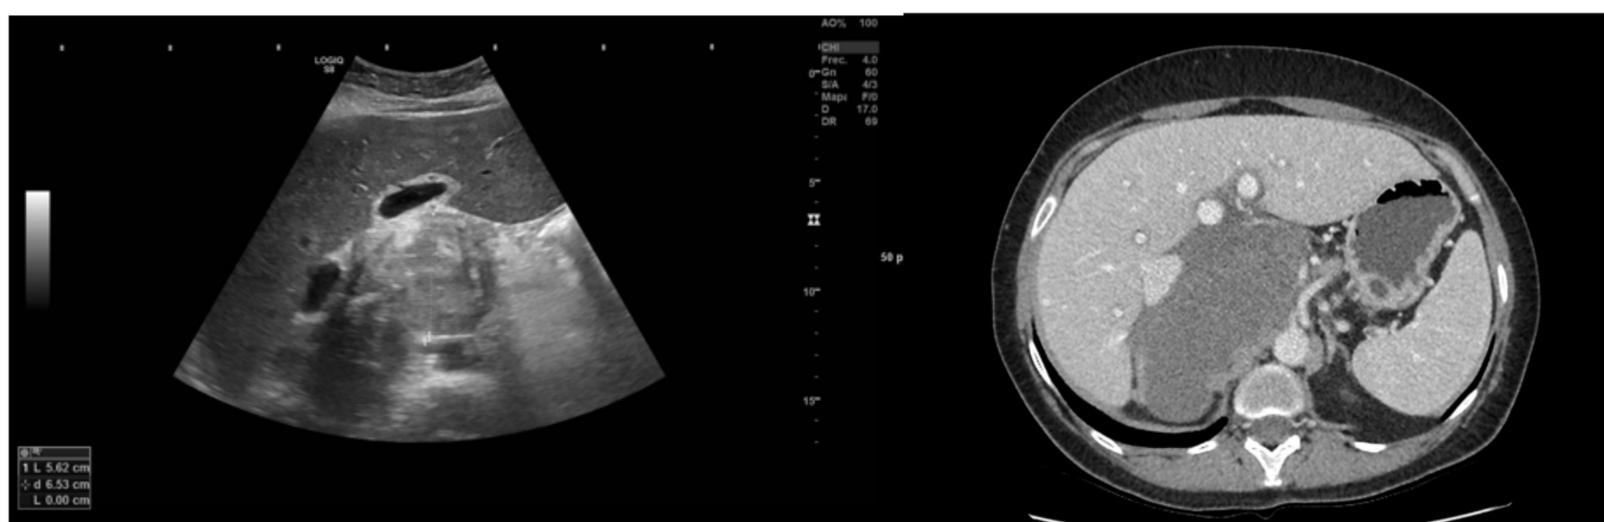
Ecografía de abdomen (izquierda): masa heterogénea en hilio hepático. Corte axial de TC abdominal con contraste endovenoso (derecha) en el que se observa una masa hipodensa de 12 cm que comprime y rechaza la vena cava inferior, los vasos del hilio hepático y tronco celíaco y la suprarrenal derecha, con la que tiene contacto amplio en su borde medial. Se trataba de un ganglioneuroma quístico.
